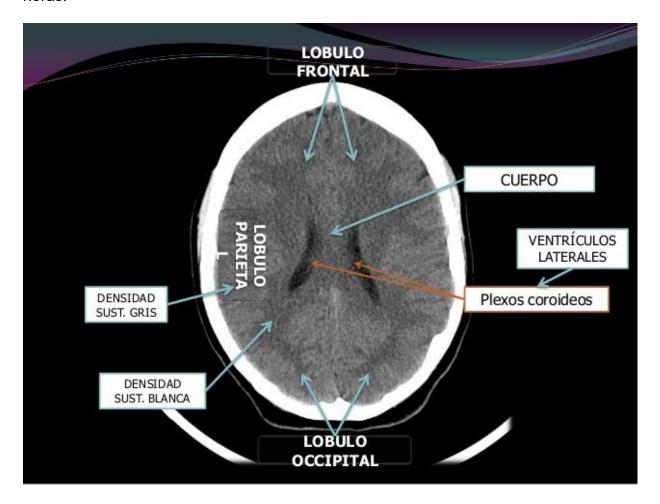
TAC craneal normal
